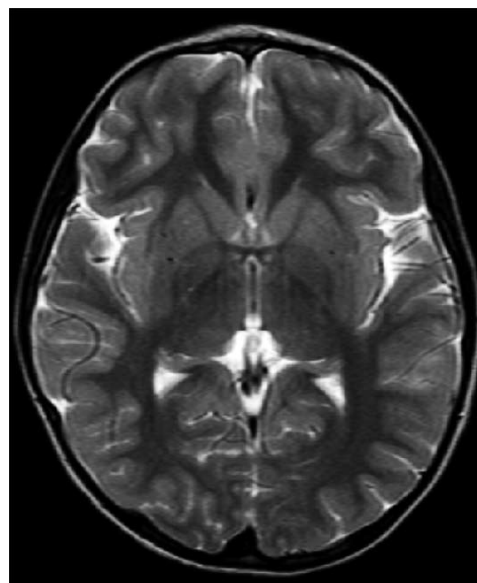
Resonancia magnética cerebral potenciada en T₂ (corte axial) a los cuatro meses de evolución. Sin hallazgos patológicos.
